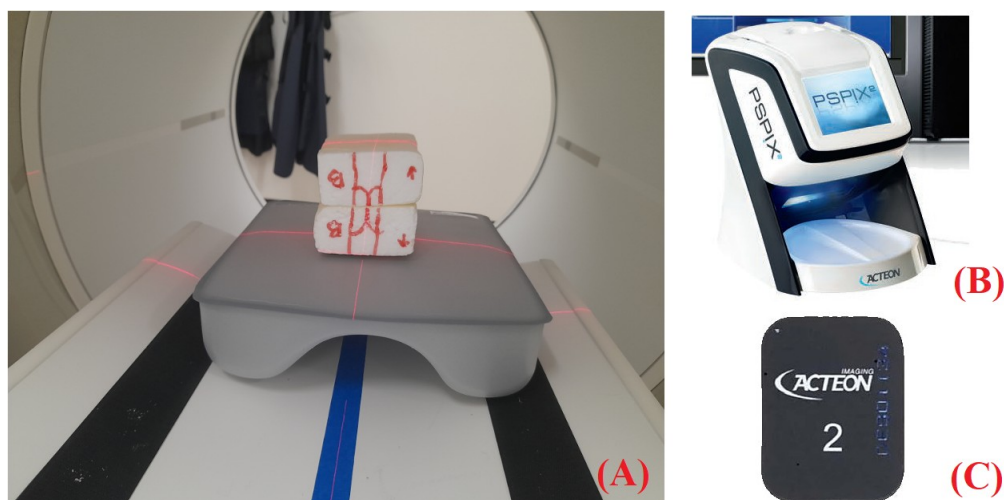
Materiales de la prueba técnica del ancho del haz de rayos X del sistema PET/CT BV 450. Los materiales son: (A) bloques de estereofón y base para facilitar ubicar la placa de fósforo fotoestimable cerca del isocentro; (B) escáner personal de placas fotoestimables modelo PSPIX (fabricante ACTEON); (C) placa de fósforo fotoestimable de dimensiones 31 mm × 41 mm (fabricante ACTEON).
